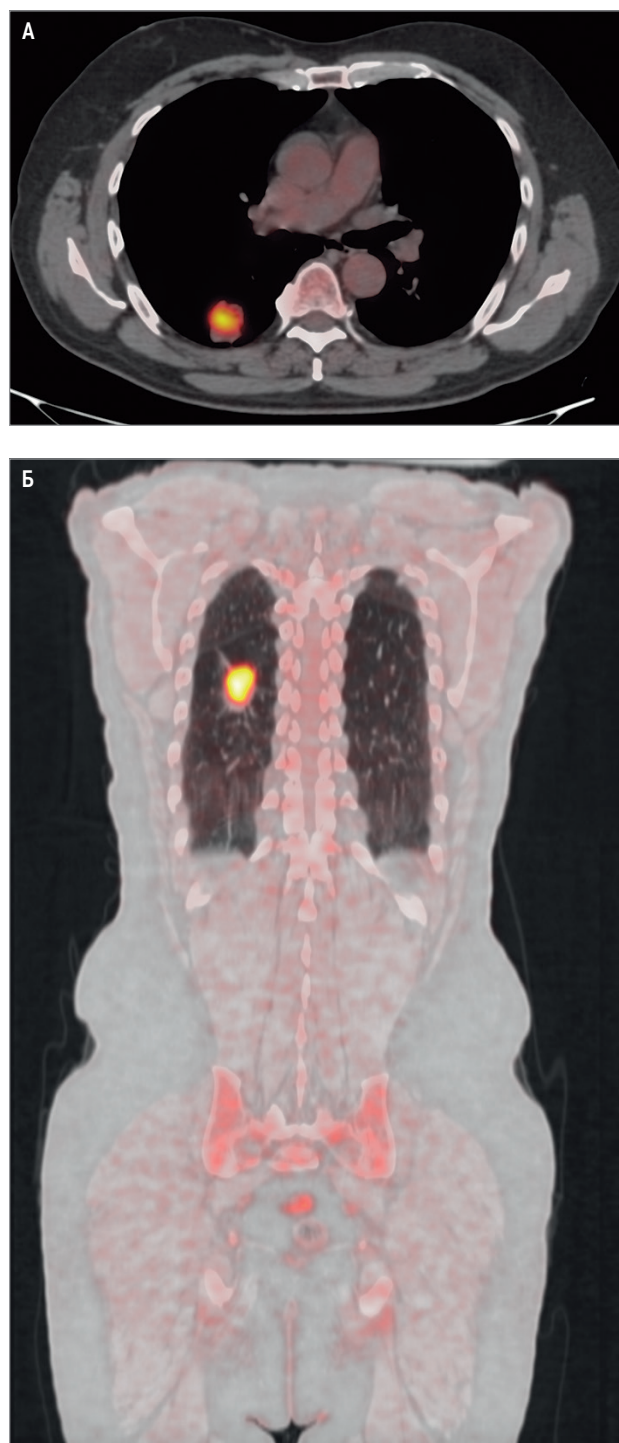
Аденокарцинома правого легкого, определяемая посредством сочетания позитронно-эмиссионной и компьютерной томографии с 18-ФДГ: А – накопление РФП в очаге; Б – отсутствие других очагов накопления РФП при исследовании всего тела
